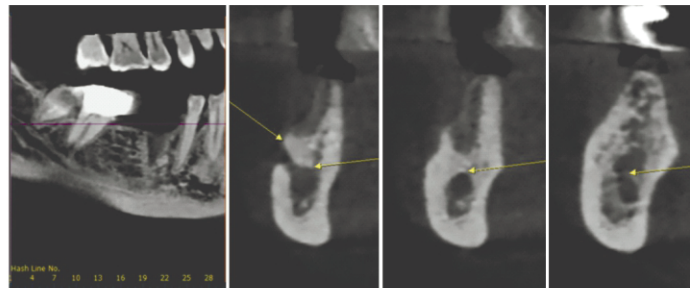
Компьютерная томография с конусным пучком (СВСТ) через 3 месяца после извлечения.
